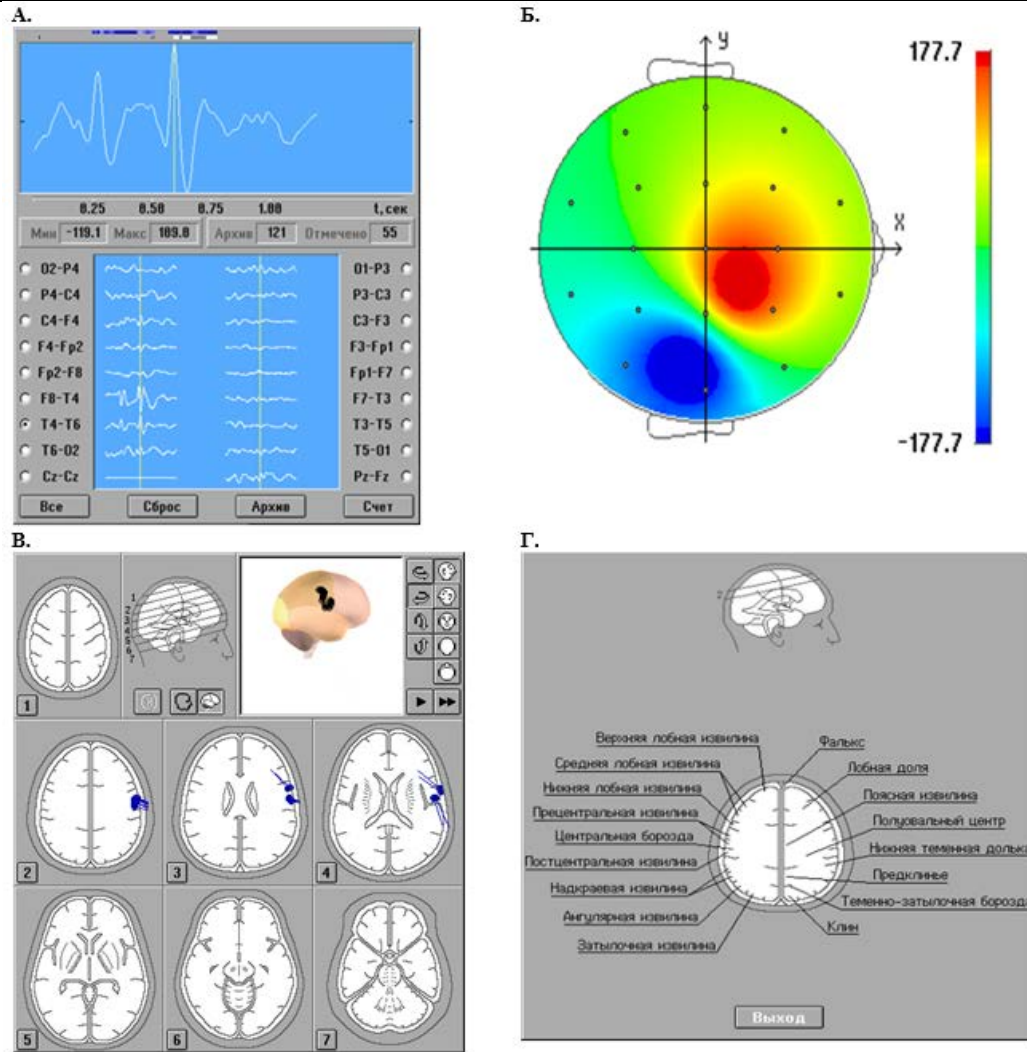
Рис.1. Последовательные этапы локализации источников паттернов ЭЭГ роландической эпилепсии. А. ЭЭГ со спайк-волновой активностью, сверху зона интереса для локализации и выделенные сечения, используемые для локализации источников для этих срезов. Б. Потенциальные карты для одного из срезов реальной ЭЭГ и на модели. В. Данные локализации и формализованных срезах МРТ (в правой пре центральной извилине Г. Данные локализации на срезах МРТ и подсказка программы для зоны локализации спайка и медленной волны (программа BrainLoc-6)
